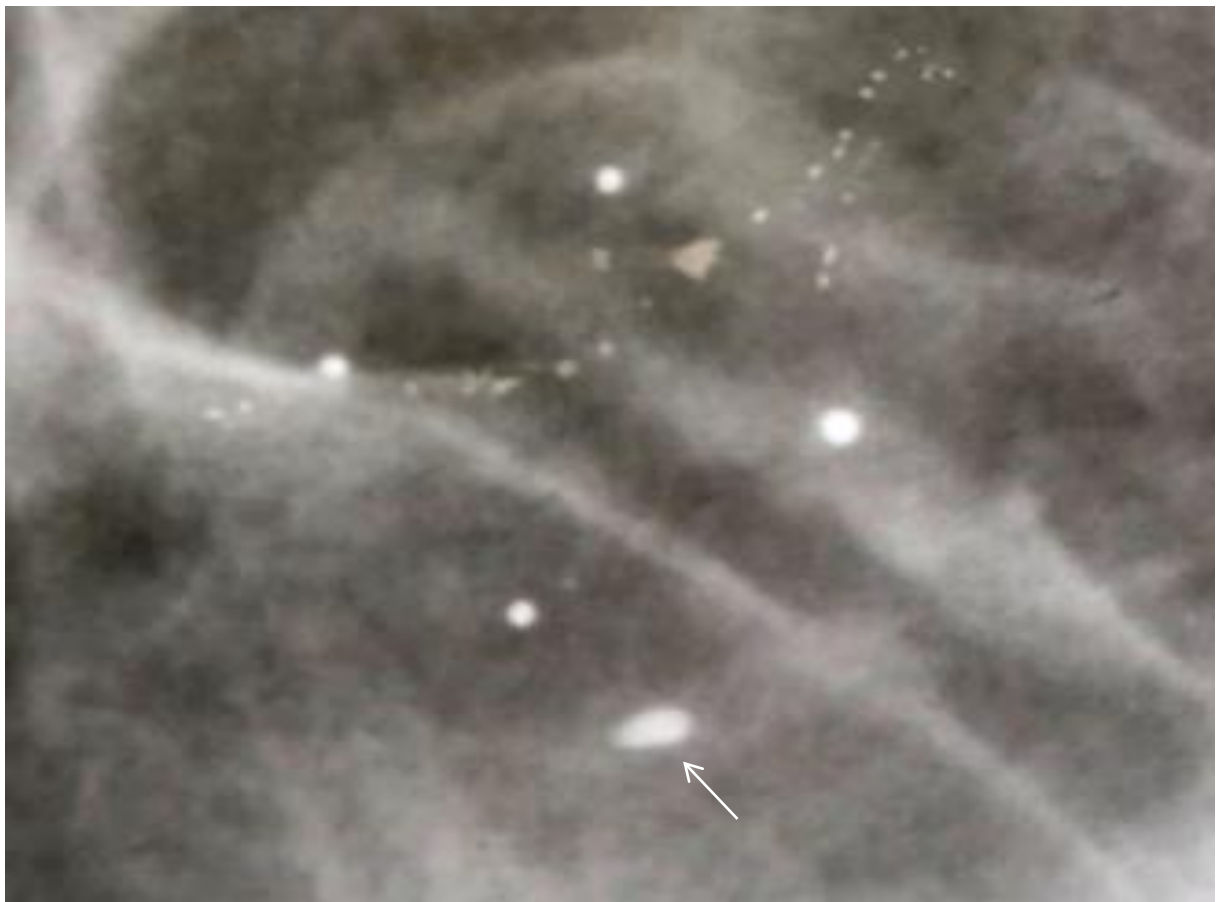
Пацієнт Х. 55 р., праве око, рентгенограма в прямій проекції з протезом Комберга-Балтіна. Визначається тінь ВОСТ на 5 годинах розмірами 1,5×2 мм в передньому відділі ока (внутрішньоочне стороннє тіло вказано стрілкою).
